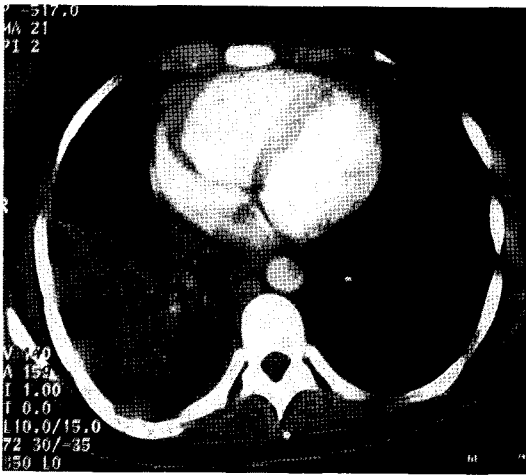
Chest CT demonstrates air space consolidation of the right lower lobe accompanying right pleural effusion.
